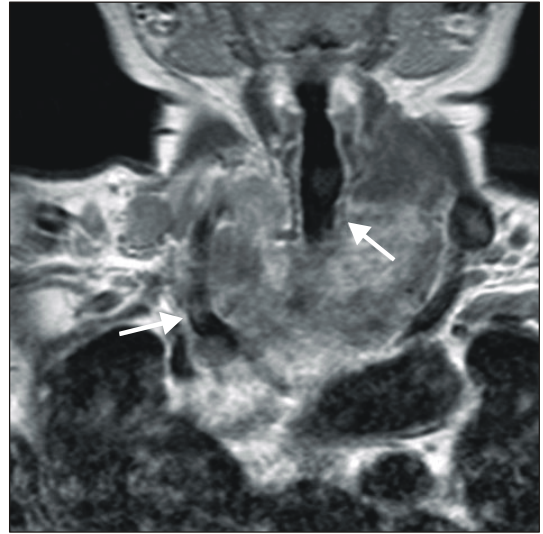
A coronal MRI shows invasion to tracheal wall and great vessels.
